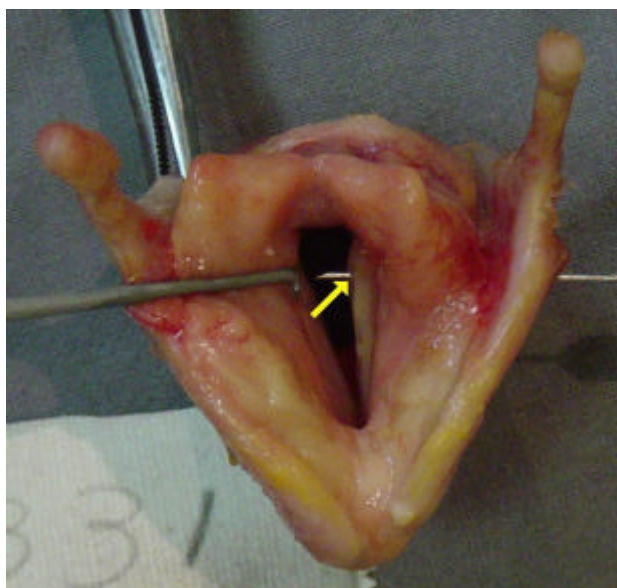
A seta amarela mostra a agulha introduzida na linha oblíqua da cartilagem tireóidea, conforme dados fornecidos pela TC, que atingiu a borda livre da prega vocal, sem acometer o ventrículo laríngeo
